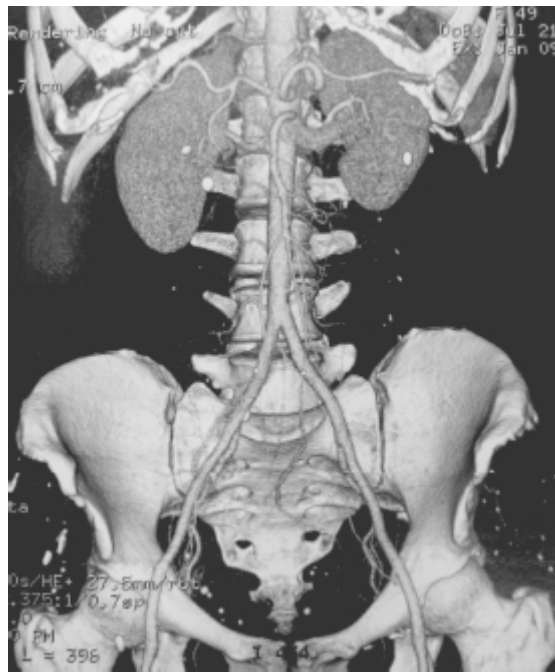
Angiotomografia de artérias renais.
